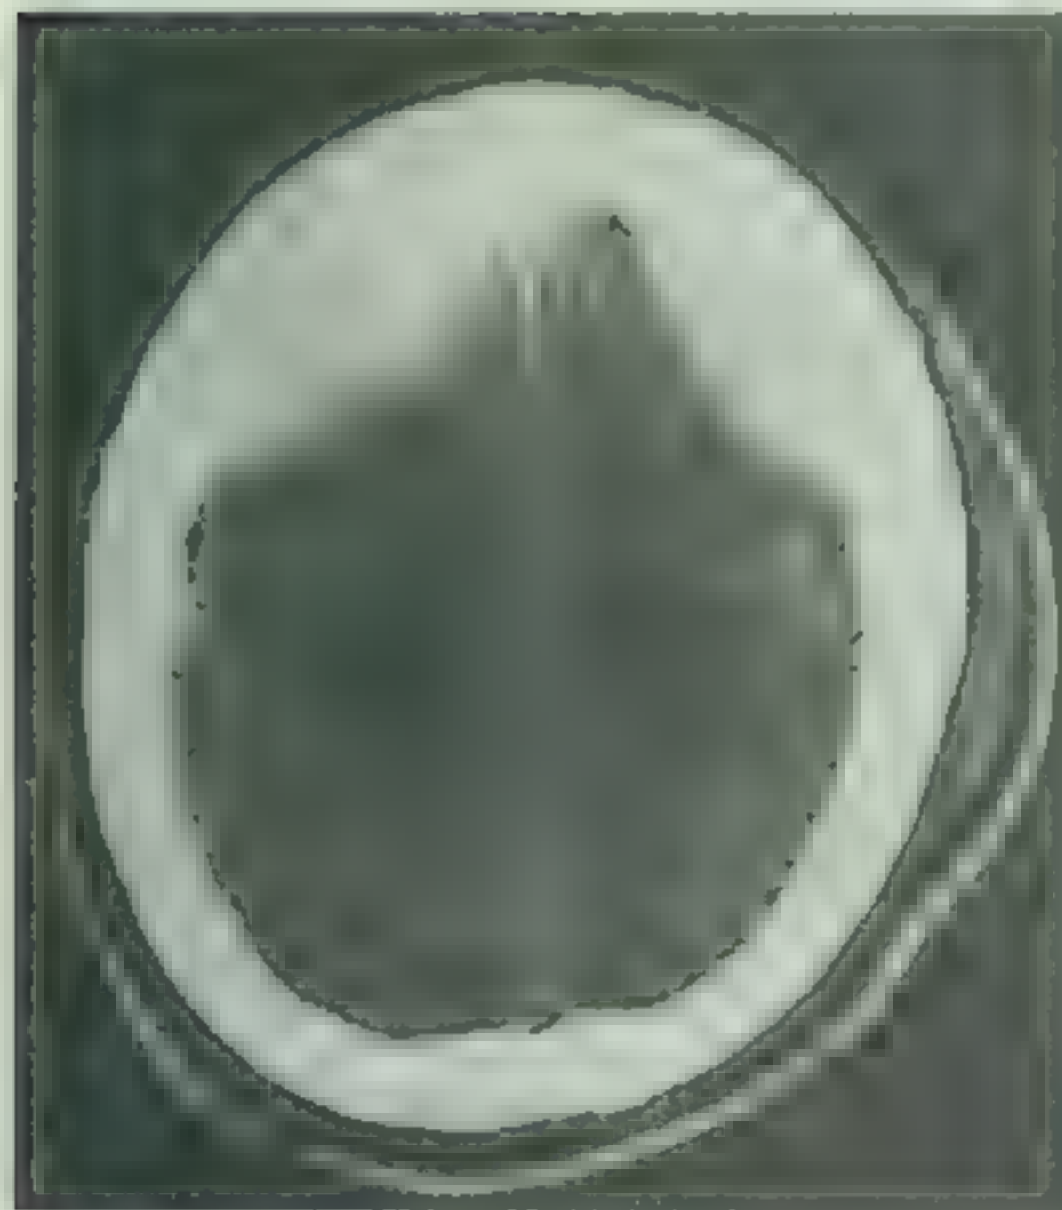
大脑损伤 CT 横向扫描示双侧急性硬膜外 (下) 血肿, 左侧可见颅骨外软组织肿胀
